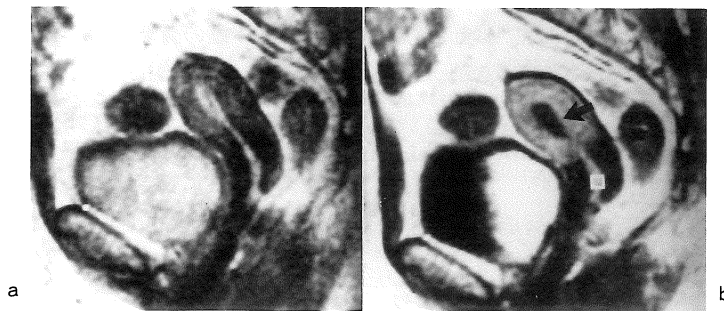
Endometrial cancer. (a) T_2 weighted image. (b) Enhanced T_1 weighted image. Though the junctional zone is not clear, there is not abnormal finding in the endometrium on T_2 weighted image (a). The endometrium (arrow) is less enhanced than the myometrium and cervical mucosa (open square) on enhanced T_1 weighted image (b). The endometrium was diagnosed as cancer on MRI.
